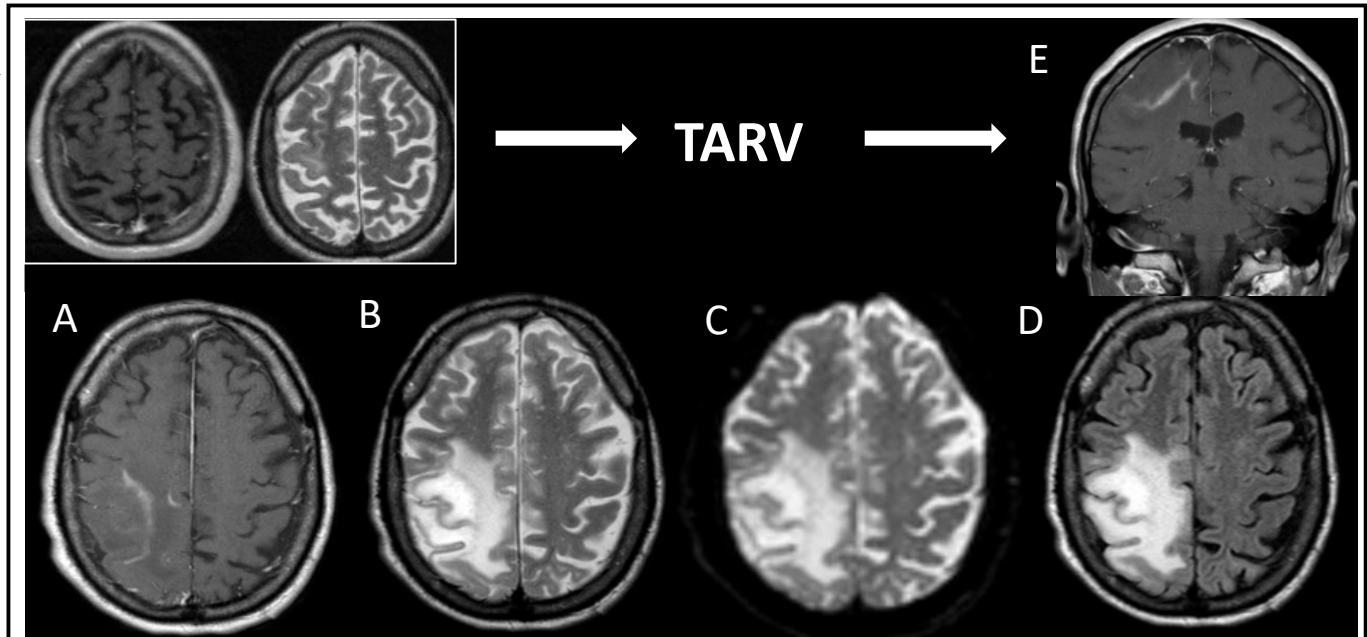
MR sin y tras la administración de Gd. Secuencias T1 postcontraste (A), T2 (B), mapa ADC (C), FLAIR (D) y T1 post-Gd coronal (E).
